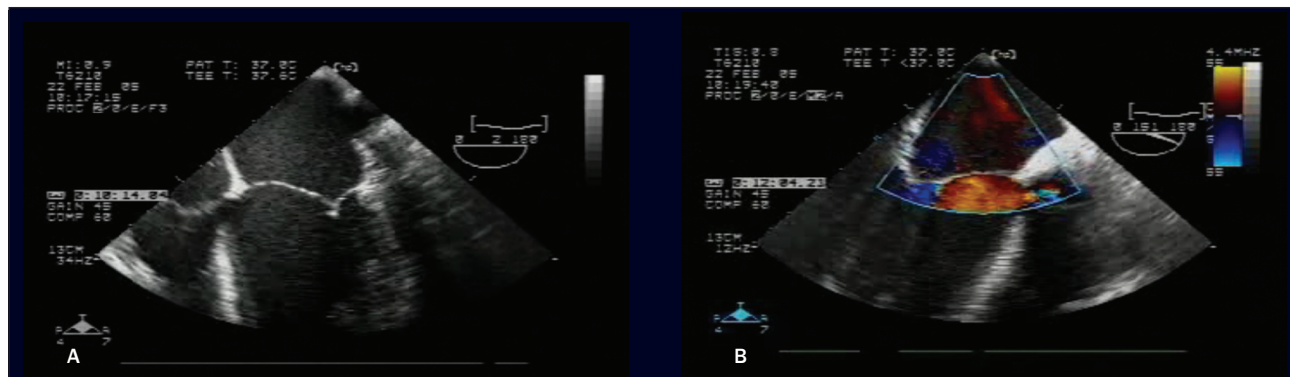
A: avaliação pós-plástica mostrando coaptação adequada das cúspides. B: ausência de refluxo residual ao Doppler colorido.
